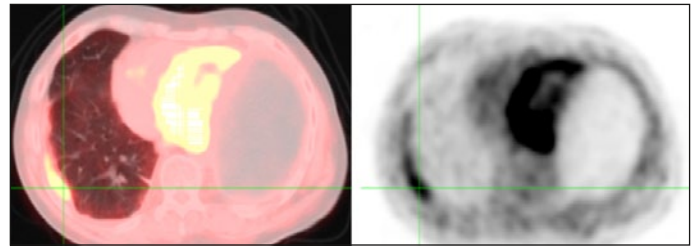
a (links): 02/16 FDG-aktives Mesotheliomrezidiv im PET-CT
